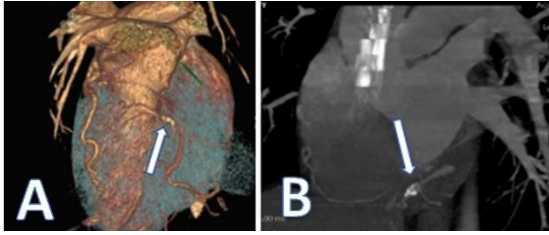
59-year old man with anginal symptoms who was found to have two fistulas originating from the left coronary system and right coronary sinus and draining into pulmonary artery. A, Three-dimensional volume-rendered CTA shows right coronary sinus to main pulmonary artery fistula. B, Three-dimensional volume-rendered CTA shows the left coronary system to main pulmonary artery fistula. C-D, Maximum-intensity-protection CTA image reveals fistulas originating from right to left coronary system and draining into the main pulmonary artery.
